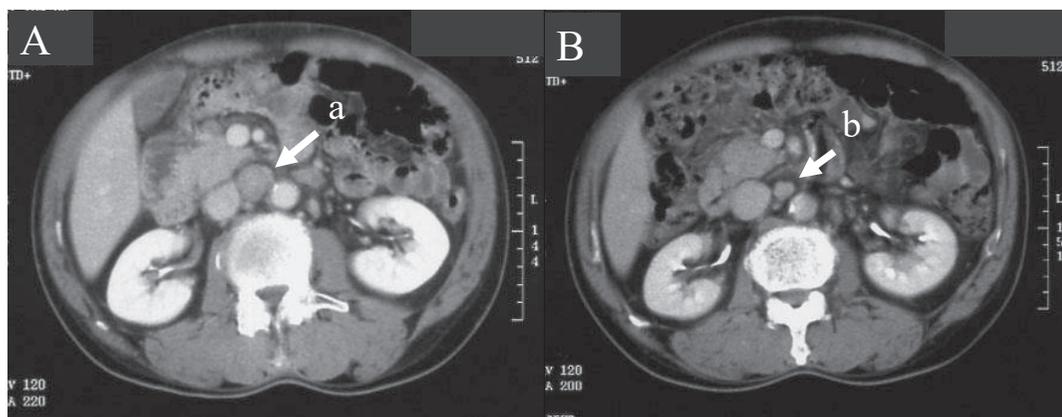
症例② A: 化学療法前. CT; No.16b1-int LN 転移 (a 矢印). B: 化学療法後. CT; No.16b1-int LN 縮小 (b 矢印). P0, H0.
